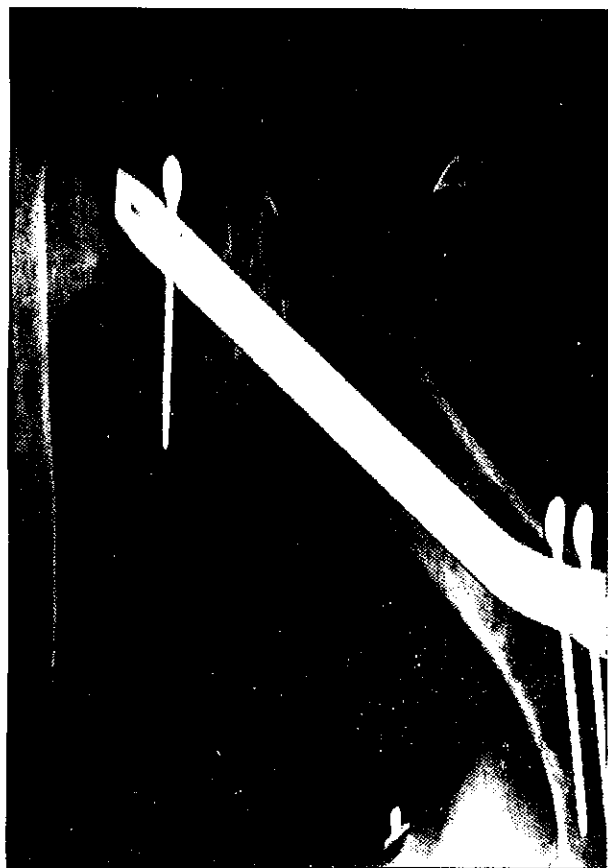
Radiografía anteroposterior de húmero que muestra pseudoartrosis diafisaria de este hueso.
